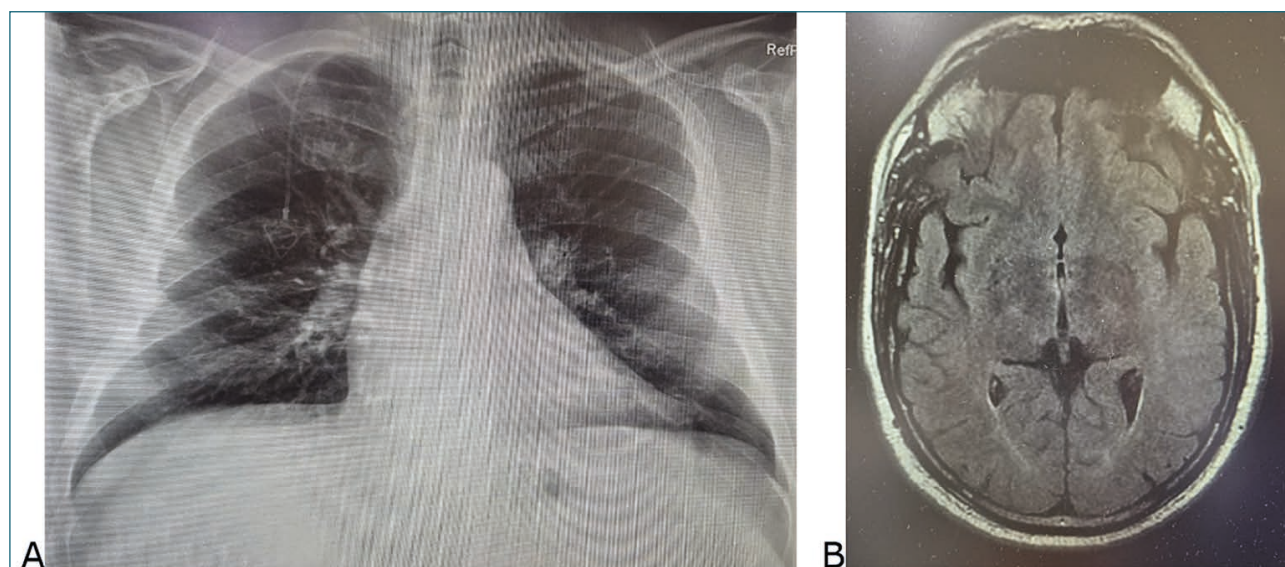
Imágenes captadas al momento del diagnóstico. A) Radiografía pulmonar frontal una masa pulmonar en el vértice del pulmón derecho. B) Corte axial de resonancia magnética cerebral donde se observan lesiones compatibles con metástasis.
